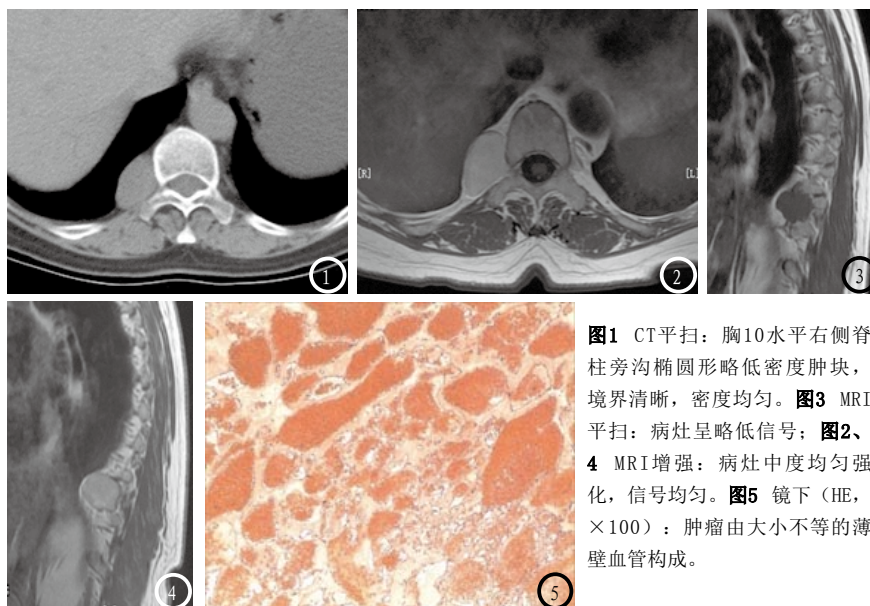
CT平扫：胸10水平右侧脊柱旁沟椭圆形略低密度肿块，境界清晰，密度均匀。图3 MRI平扫：病灶呈略低信号；图2、4 MRI增强：病灶中度均匀强化，信号均匀。图5 镜下（HE，×100）：肿瘤由大小不等的薄壁血管构成。
